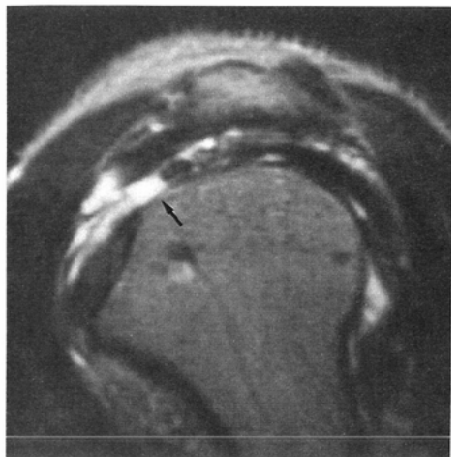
(A) A T2-weighted image in the oblique sagittal plane shows a full-thickness tear of the rotator cuff with high signal intensity (arrow)
